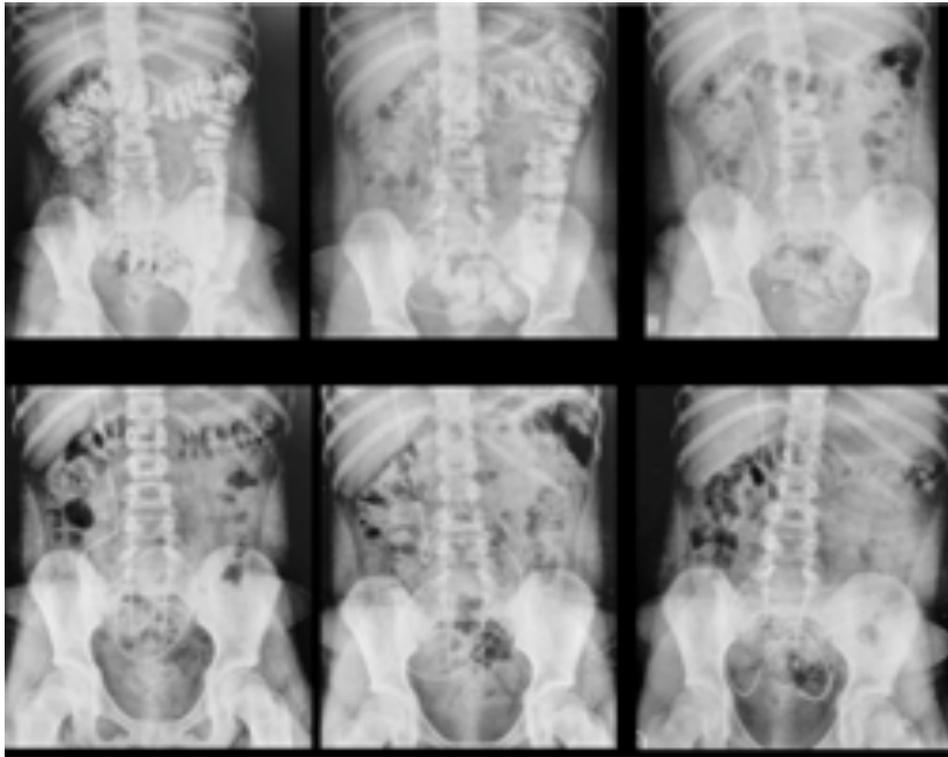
Radiografias de abdome durante monitoramento dos resultados durante manejo de cólon (paciente com perdas fecais, associada à meningo-mielose). A presença de contraste residual, do enema de contraste (D0 e D1) auxilia na avaliação inicial do resultado das lavagens. Observa-se progressivo esvaziamento do conteúdo fecal em região de retossigmóide e cólon descendente, associada ao resultado clínico favorável, de lavagens efetivas (com eliminação de fezes em quantidade adequada), sem perdas fecais.
